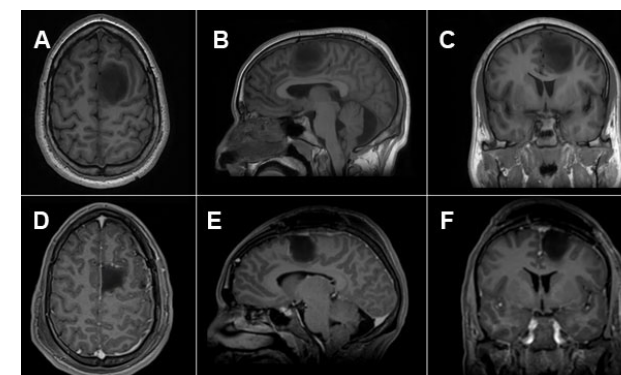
Caso 2: RM pre y postquirúrgica. A, B y C) RM preoperatoria en secuencia T1 en corte axial, sagital y coronal respectivamente. D, E y F) RM postoperatoria en secuencia T1 con gadolinio, sin evidencia de remanente tumoral ni realce patológico.
